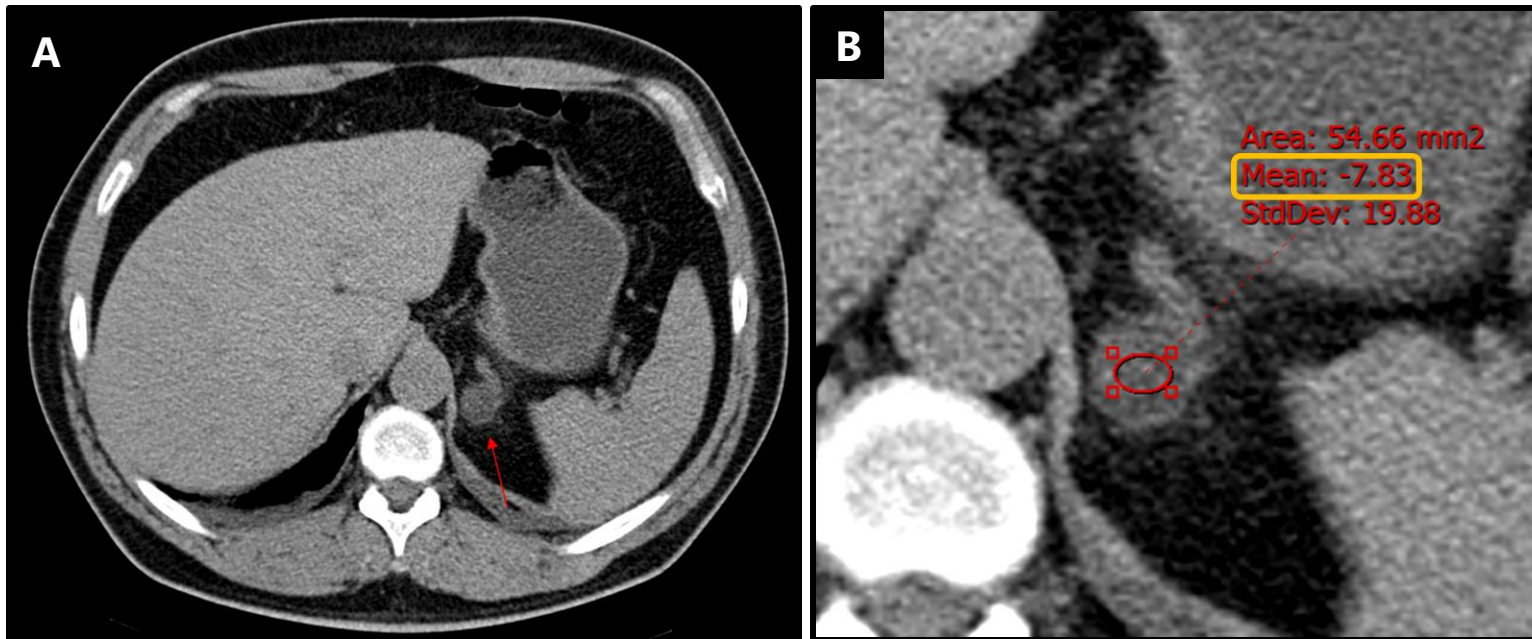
TC basal de adenoma suprarrenal izquierdo. A. Nódulo suprarrenal homogéneo e hipodenso (flecha roja). B . Unidades Hounsfield: - 7 UH.
